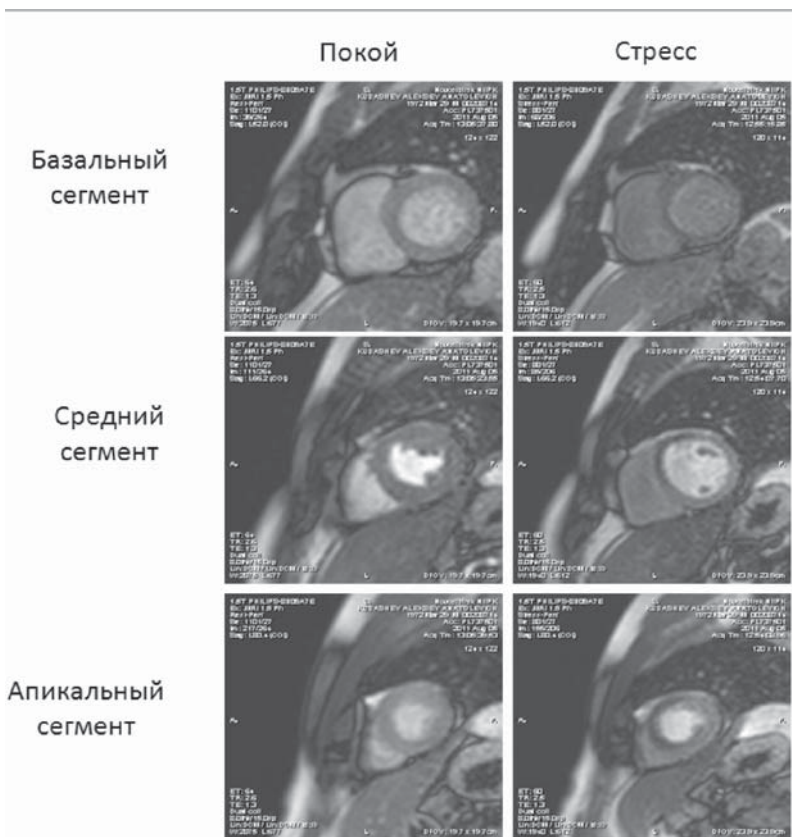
МРТ перфузия в покое и на стрессе. Дефект перфузии (от умеренного до выраженного) на стрессе в сегментах 1, 7, 8, 13, 14
